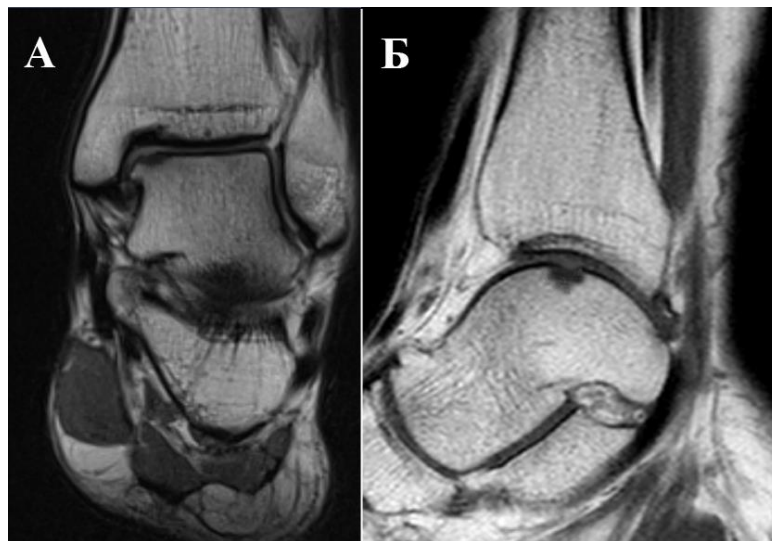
Пациентка Ш., 22 лет. МРТ левого голеностопного сустава через 12 месяцев после операции: А – фронтальная плоскость; Б – сагиттальная плоскость.
